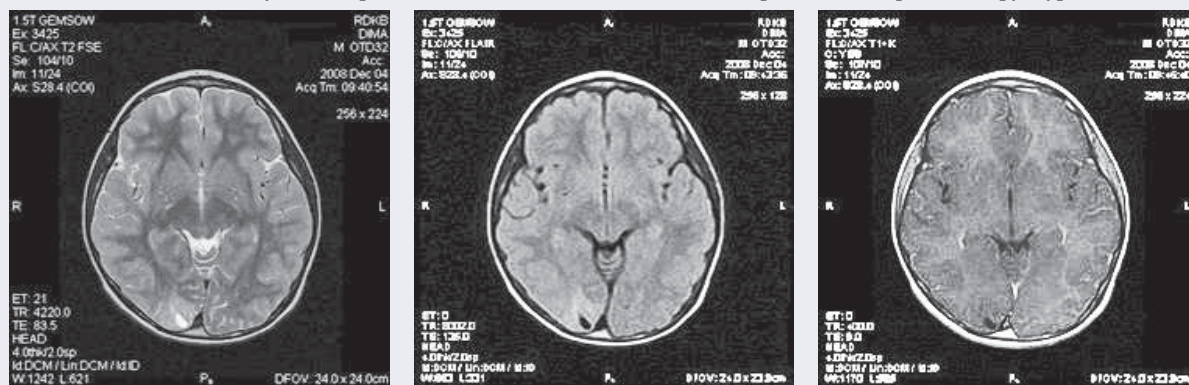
МРТ больного М., 7 лет. ДНЭО субкортикальных отделов правой затылочной доли. Симптоматическая эпилепсия.
